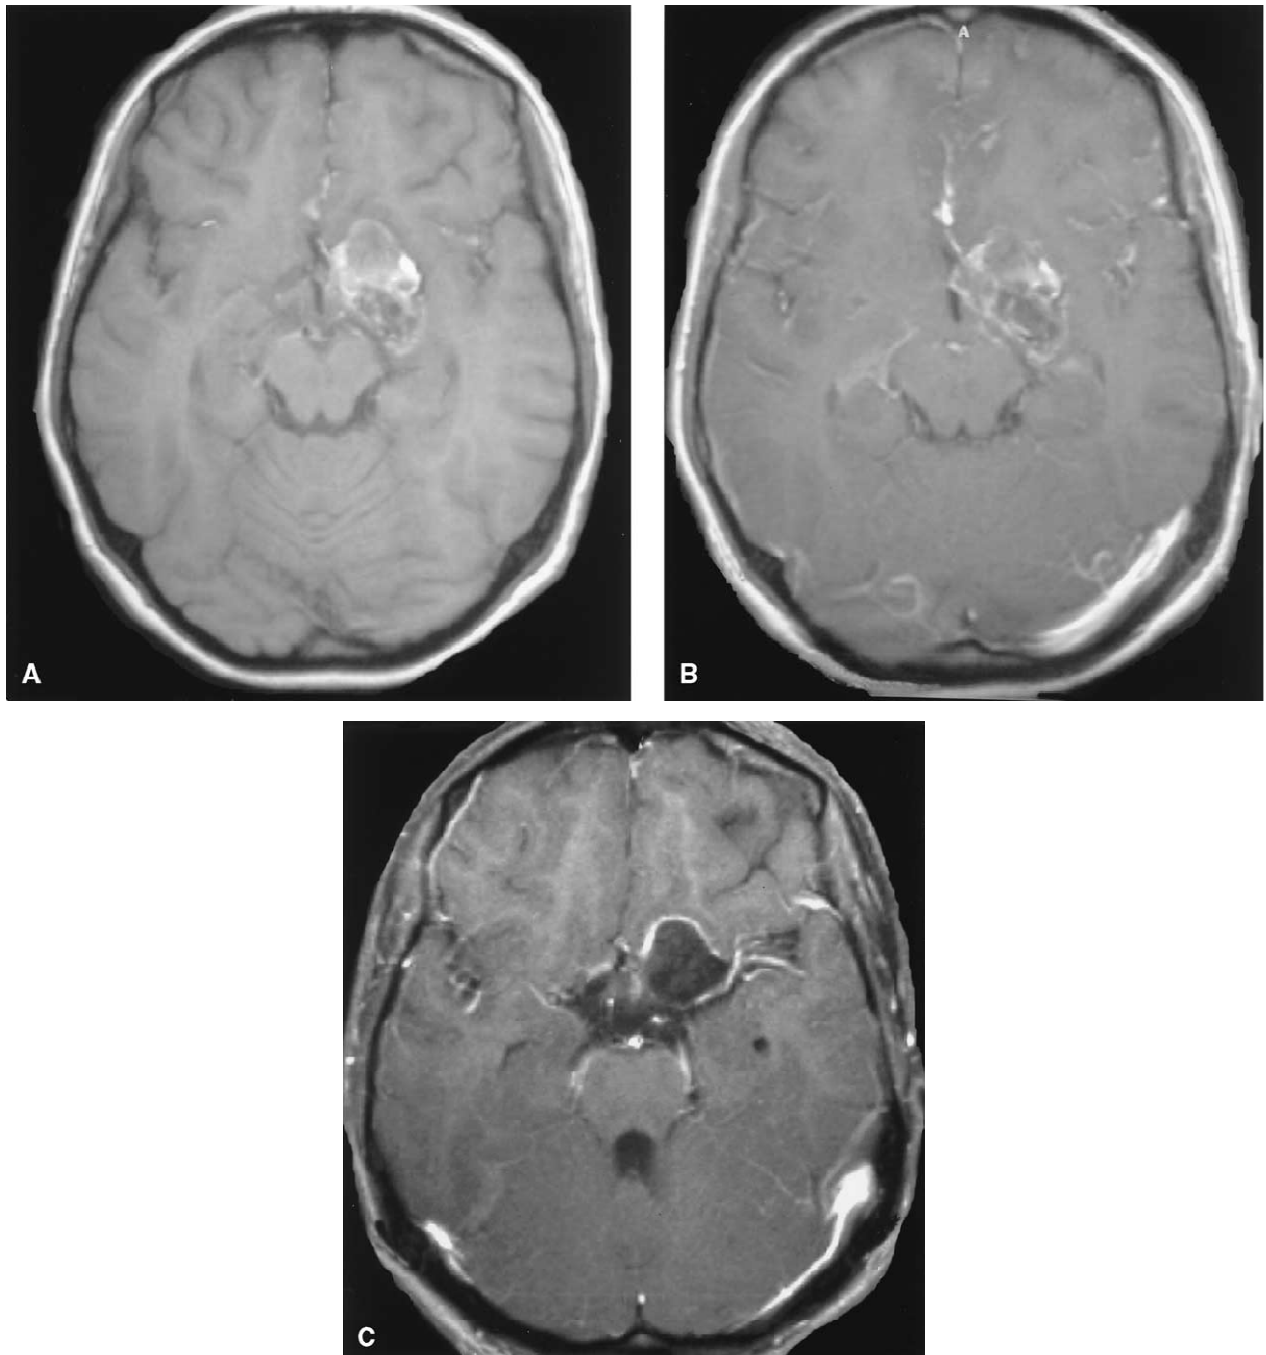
IRM séquence T1 sans (A) et avec injection du PDC (B) présentant une masse homogène kystique para et suprasellaire à gauche en hypersignal (kyste dermoïde)
